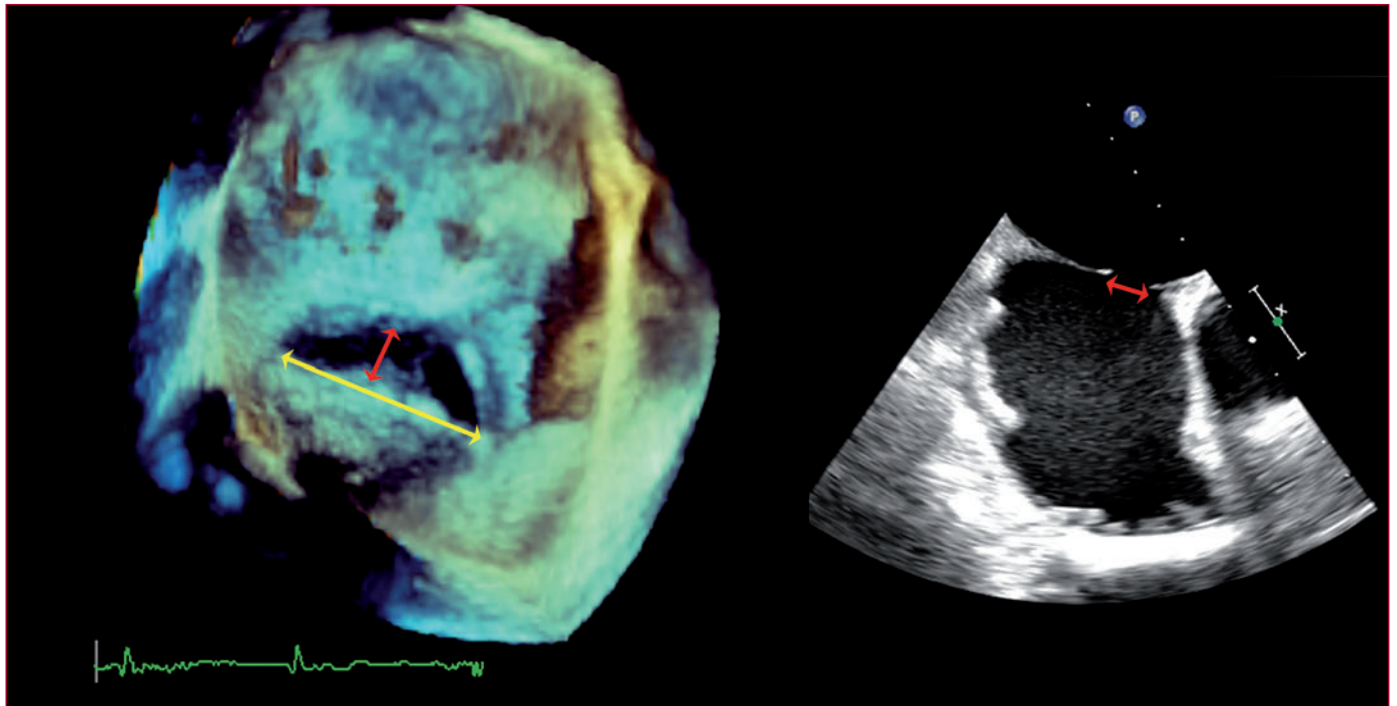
Ecocardiografía transesofágica tridimensional en tiempo real (RT3D-TEE). Valoración de la morfología y diámetro de una comunicación interauricular (CIA). La flecha roja indica falsamente una CIA pequeña entre los diámetros anterosuperior y posteroinferior del defecto. En RT3D-TEE se observa una morfología atípica en semiluna con un diámetro de lado a lado de 32 mm (flecha amarilla).
